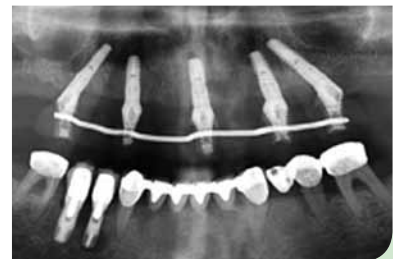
Röntgenkontrollbild nach der Insertion der fünf Implantate.
